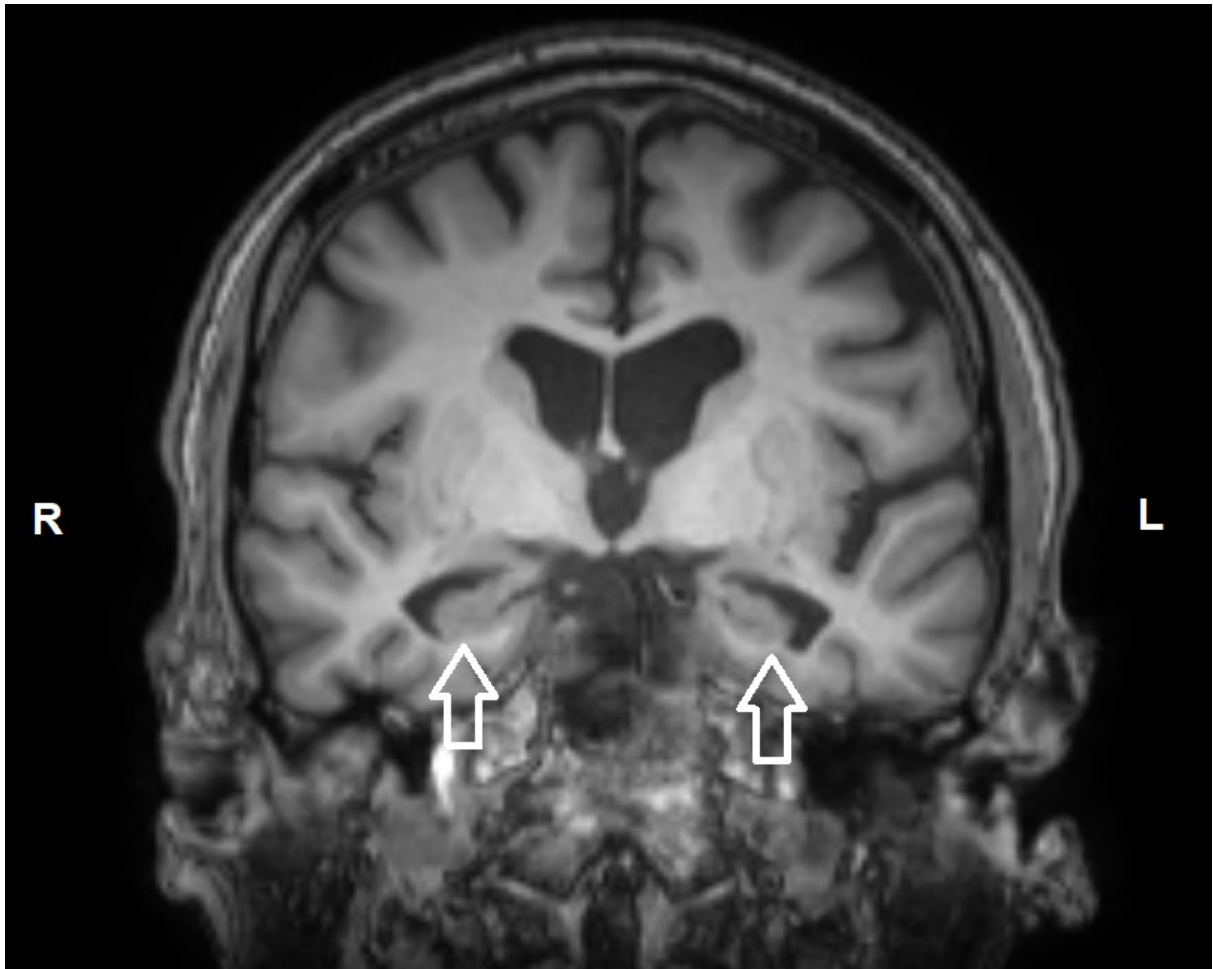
МРТ головного мозга, клинический случай №1. В коронарной проекции кпереди от переднего края моста. Визуализированы медиальные височные отделы, гиппокампы указаны стрелками.
